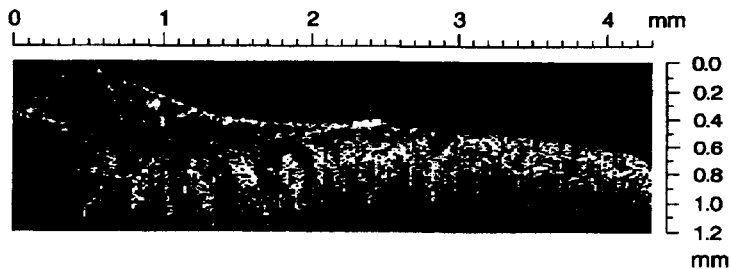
Томограмма *in vitro* участка прямой кишки. Справа здоровый участок, слева — раковая опухоль
